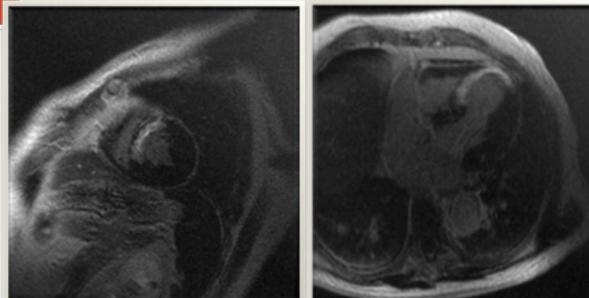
Resonancia Magnética Cardíaca con realce tardío con gadolinio. Infarto anteroseptal con extensión subendocárdica.
